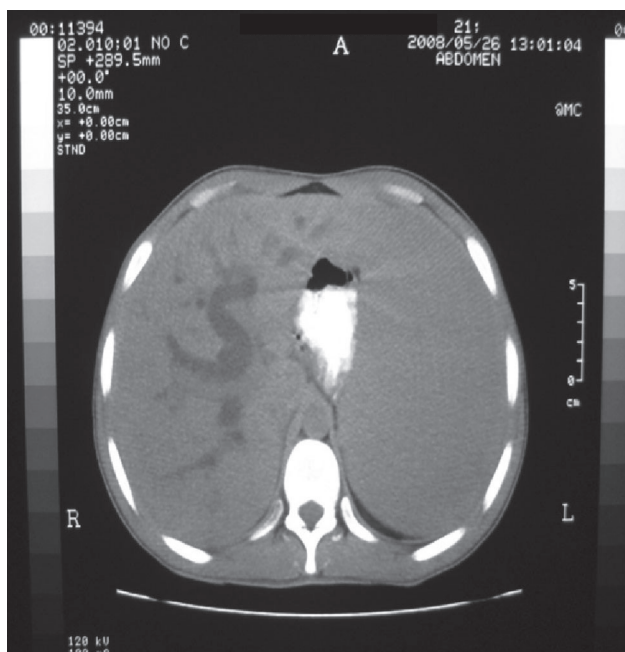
TAC con hepatoesplenomegalia importante.
